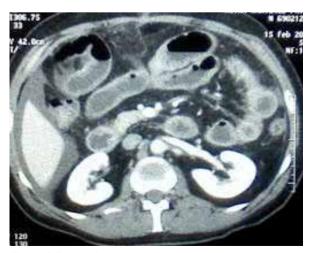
Tomografía abdominal. Asas intestinales engrosaas.
